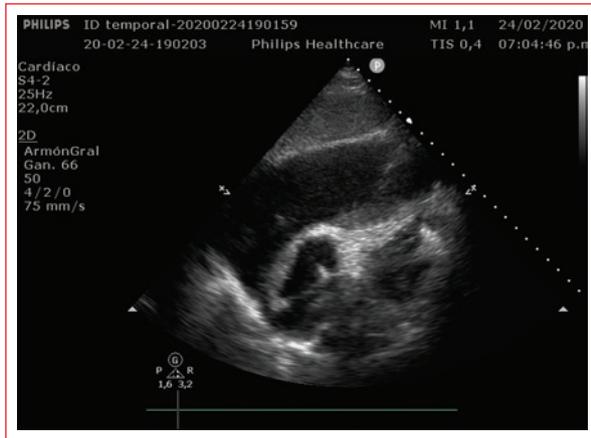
Ecografía a pie de la cama del paciente que muestra derrame pericárdico importante.
